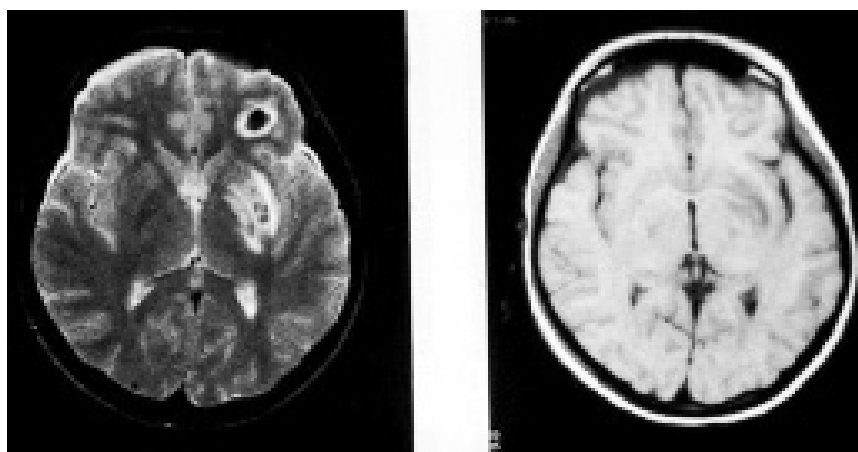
МРТ-ознаки внутрішньомозкової гематоми у  $T_1$ - та  $T_2$ -зваженому режимі.
